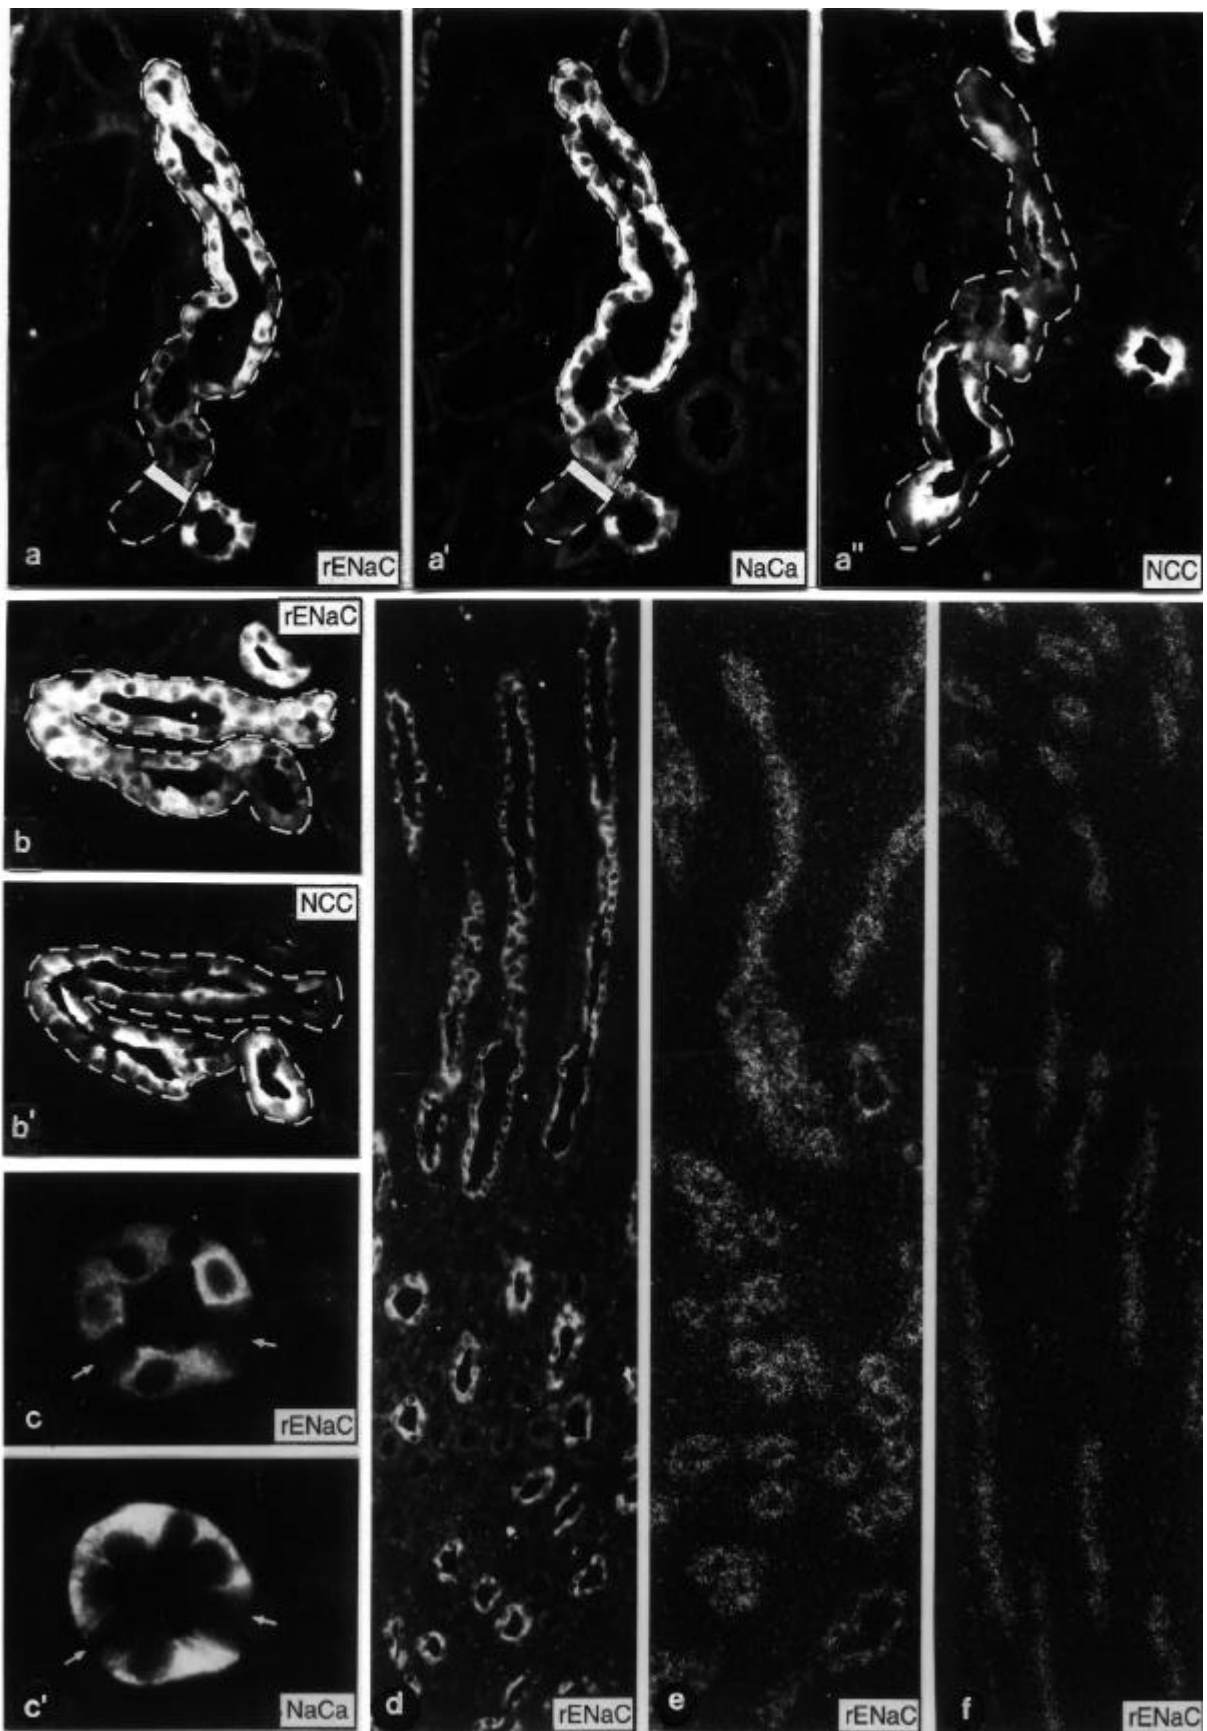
Als Detailvergrößerung von der 3 Tage alten Niere zeigt die Doppelmarkierung a und a', daß der Startpunkt einer schwachen β -rENaC Immunreaktivität mit dem Startpunkt der Immunreaktivität für NaCa im subkapsulären DCT zusammentrifft (die Balken markieren den Übergang in den immunreaktiven Abschnitt). Nach distal nimmt die Immunreaktivität für rENaC an Intensität zu. In a'' ist auf einem Konsekutivschnitt gezeigt, daß das Epithel des proximaler gelegenen DCT-Abschnittes exklusiv immunreaktiv für NCC-Antikörper ist. Im sich anschließenden Tubulussegment überlappen sich die drei Signale. Ein ähnlicher Übergangsbereich ist in b und b' als Ausschnitt der 8 Tage alten Niere dargestellt. Die proximal zunächst schwache Reaktivität von β -rENaC ist über einige Zellen kolokalisiert mit dem NCC-Signal. Nach distal nimmt das Signal für β -rENaC an Intensität zu, während das Signal für NCC schwächer wird. Als typischer Befund wurden bei Antikörperrnachweisen in allen Stadien Tubulusanschnitte beobachtet, die neben ihrer positiven Immunreaktivität für rENaC und NaCa zwischenliegende unreaktive Schaltzellen aufwiesen (in c und c' mit Pfeilen markiert). Am 4. Tag zeigte der MCD eine starke Expression von rENaC, wie in d mittels Antikörper und in e mittels autoradiographischer In situ Hybridisierung für β -rENaC demonstriert. Die etwas schwächere rENaC-Expression im MCD, wie sie am 8. Tag zu finden war, ist anhand einer In situ-Hybridisierung für γ -rENaC in f dargestellt. Vergrößerungen: x 420 (a-a'', b, b'), x 1000 (c, c'), x 400 (d-f).
